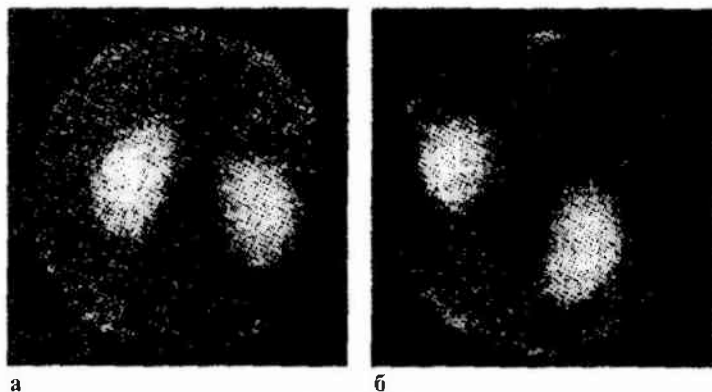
Правосторонний нефроптоз, сцинтиграммы:
